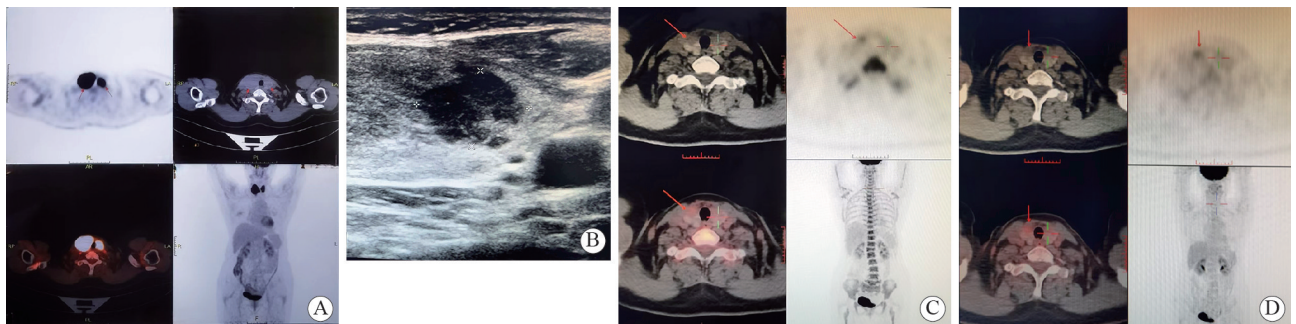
1例原发性甲状腺MALT-DLBCL淋巴瘤患者治疗前PET-CT(A)、治疗前B超(B)、2周期治疗后PET-CT(C)、4周期治疗后PET-CT(D) in a patient with primary thyroid MALT-DLBCL lymphoma
